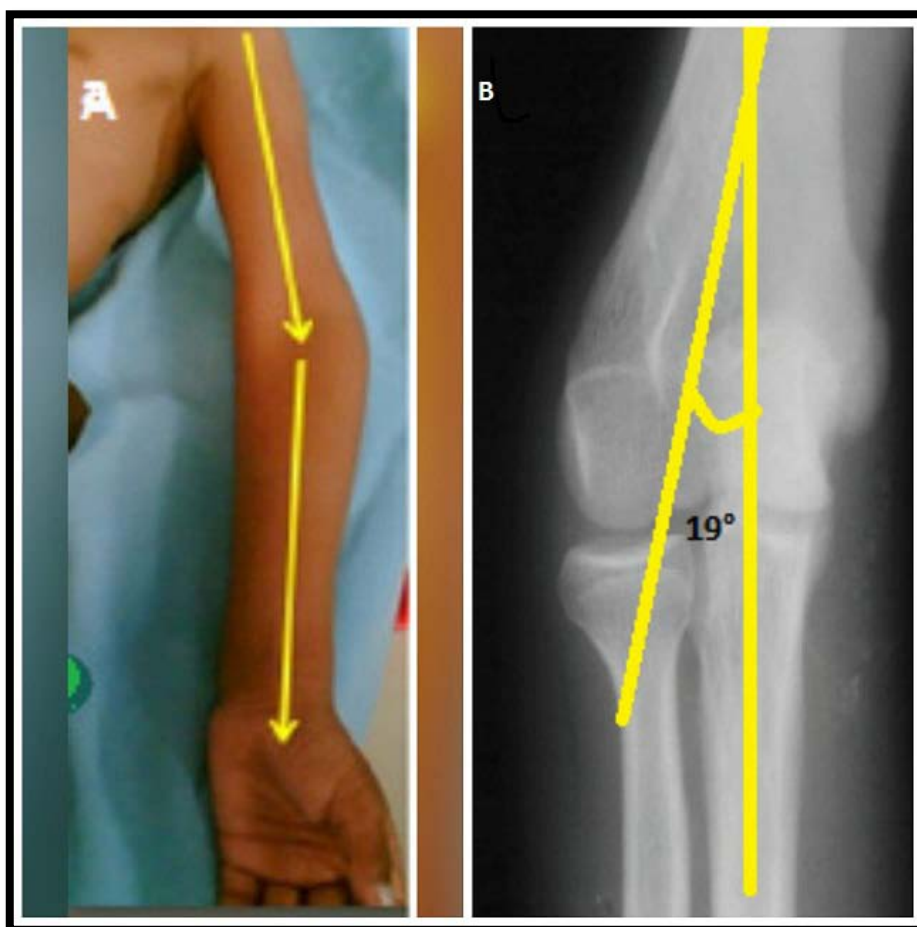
Aspect clinique d'une déformation en varus chez un enfant de 8 ans B : Radiographie du coude face en extension du même patient avec un carrying angle de 19°.
